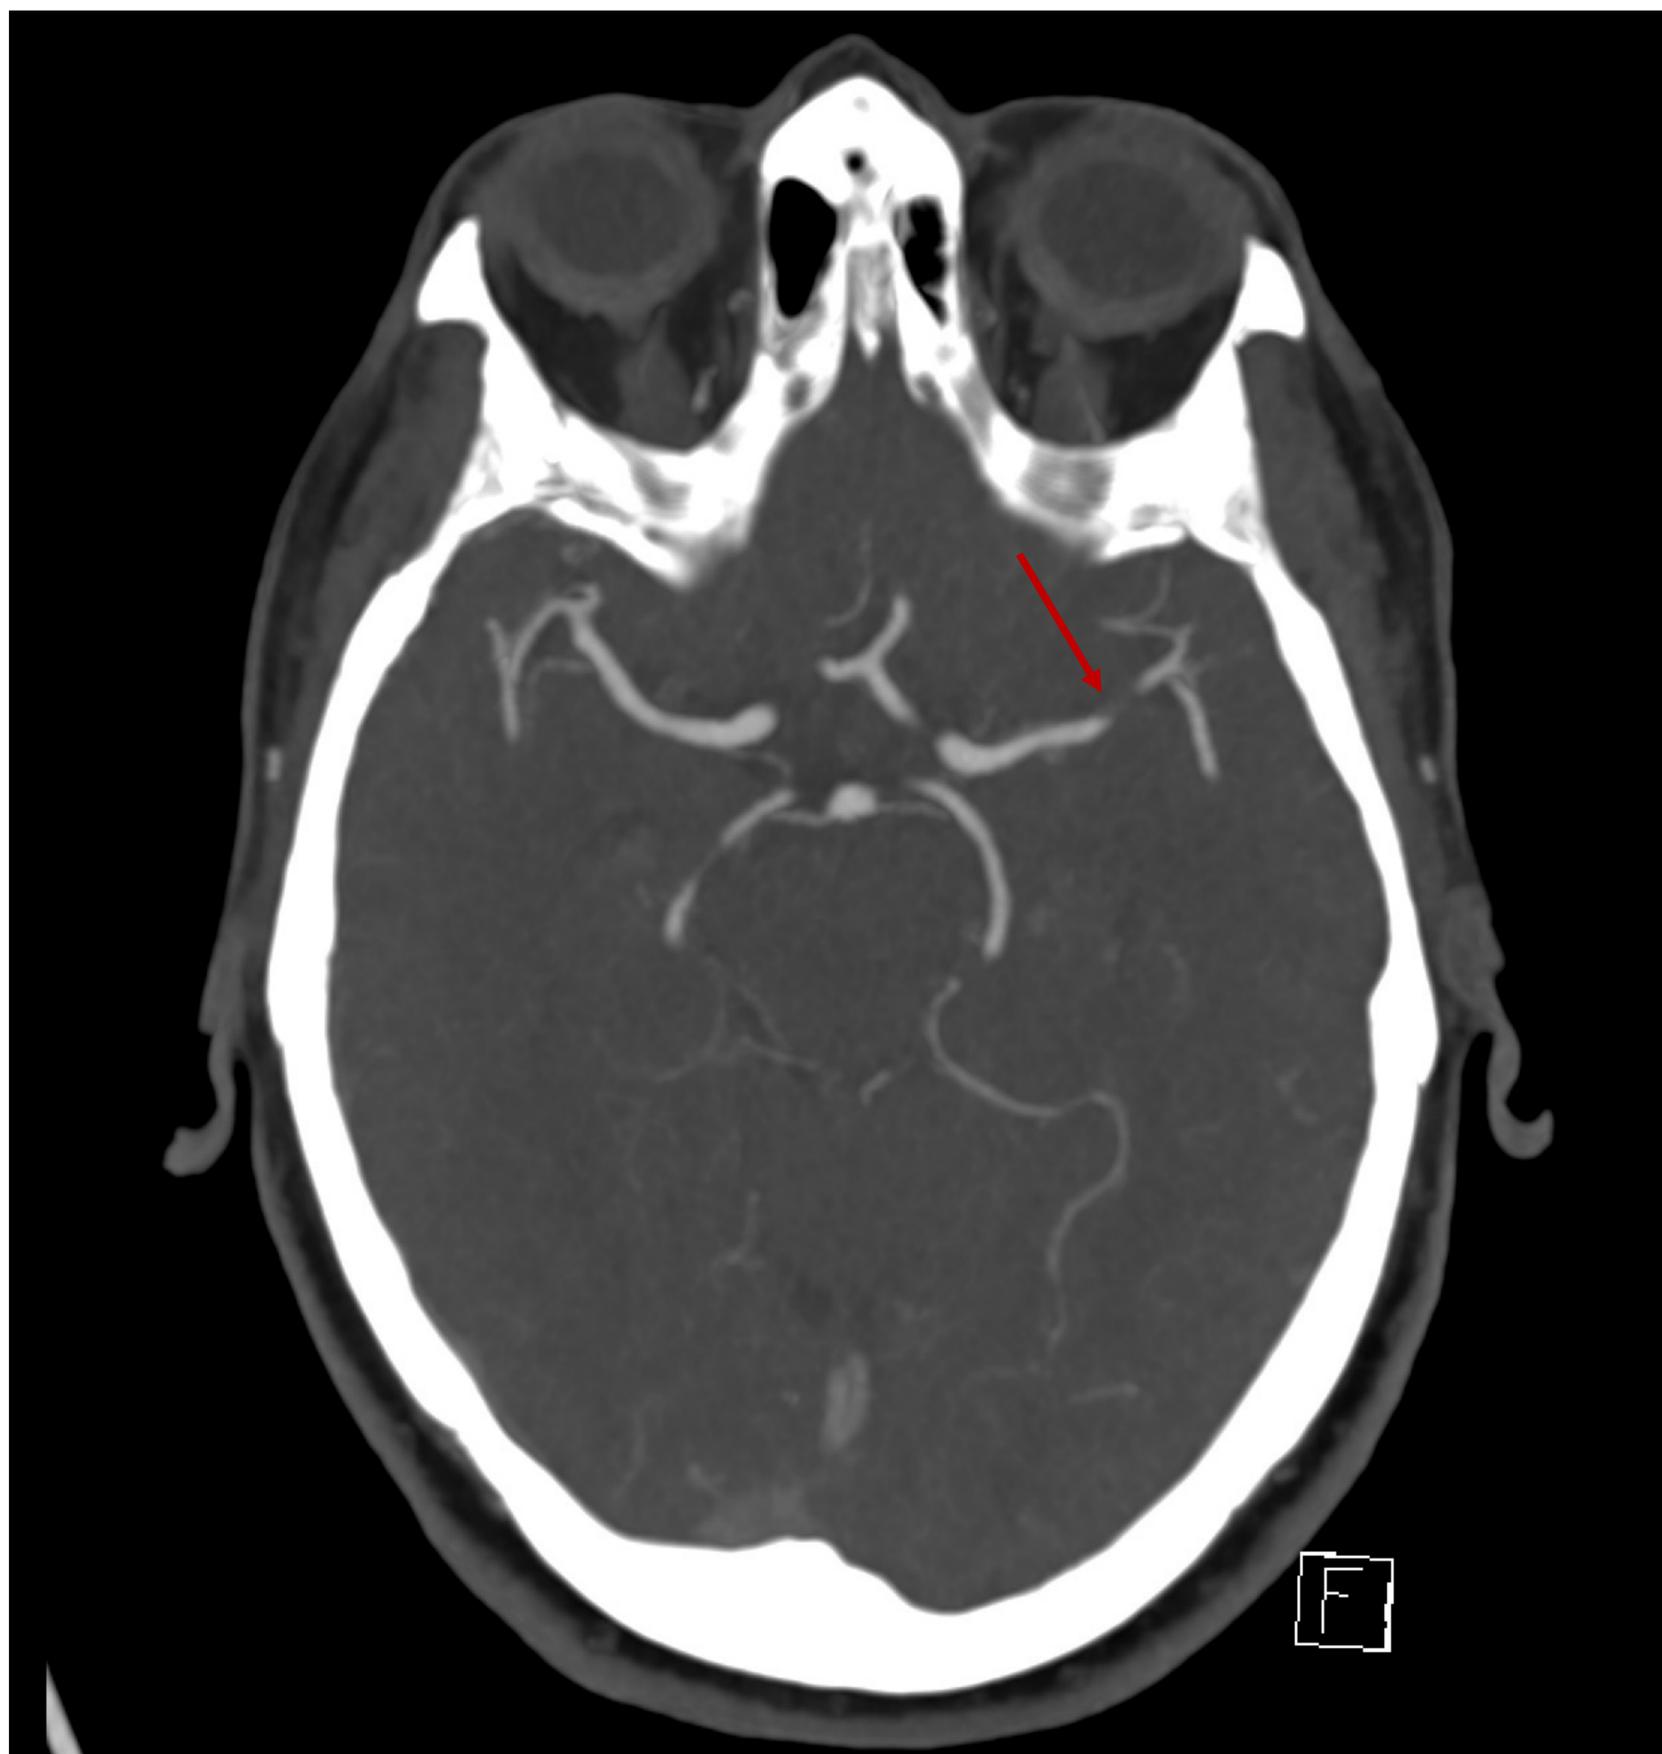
Angio-TC de arterias cerebrales con oclusión de la arteria cerebral media izquierda en su segmento M1, involucrando a ambas subdivisiones.
